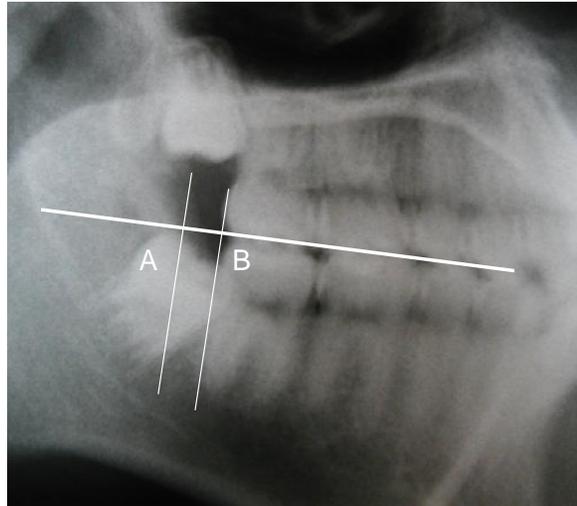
Medición de espacio disponible en radiografía cefálicas laterales. A, punto en el plano oclusal perpendicular al borde anterior de la rama. B intersección del plano oclusal y punto más distal de la corona del segundo molar inferior.
